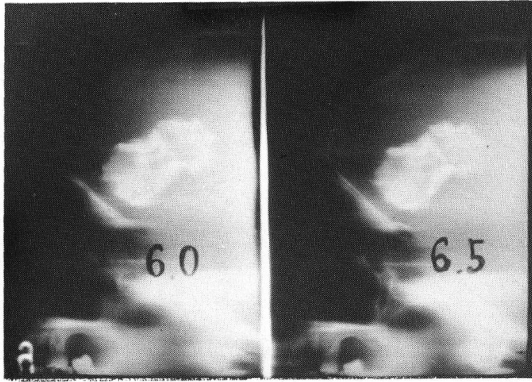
Tomography shows that brain stone is not in contact with frontal base.
